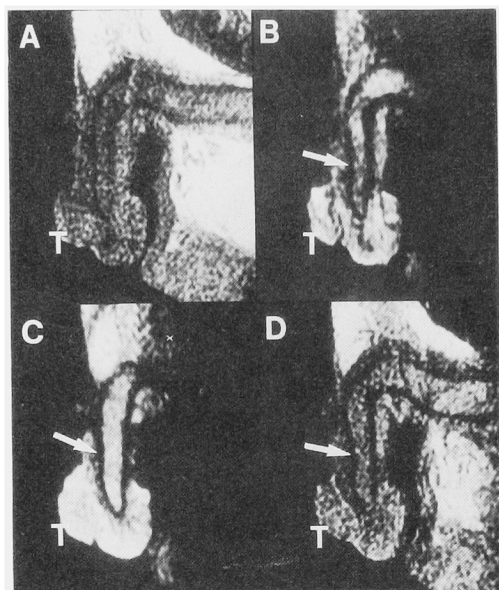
MR image of verrucous carcinoma of the penis in the sagittal plane. (A) T1-weighted image, (B) proton-density-weighted image, (C) T2-weighted image, (D) T1-weighted image after the injection of Gd-DPTA. In all images, low-signal-intensity tunica albuginea (open white arrow) surrounded both high-signal-intensity corpora cavernosa and corpus spongiosum. The tumor (T) was enhanced by Gd-DPTA and did not destroy tunica albuginea.
